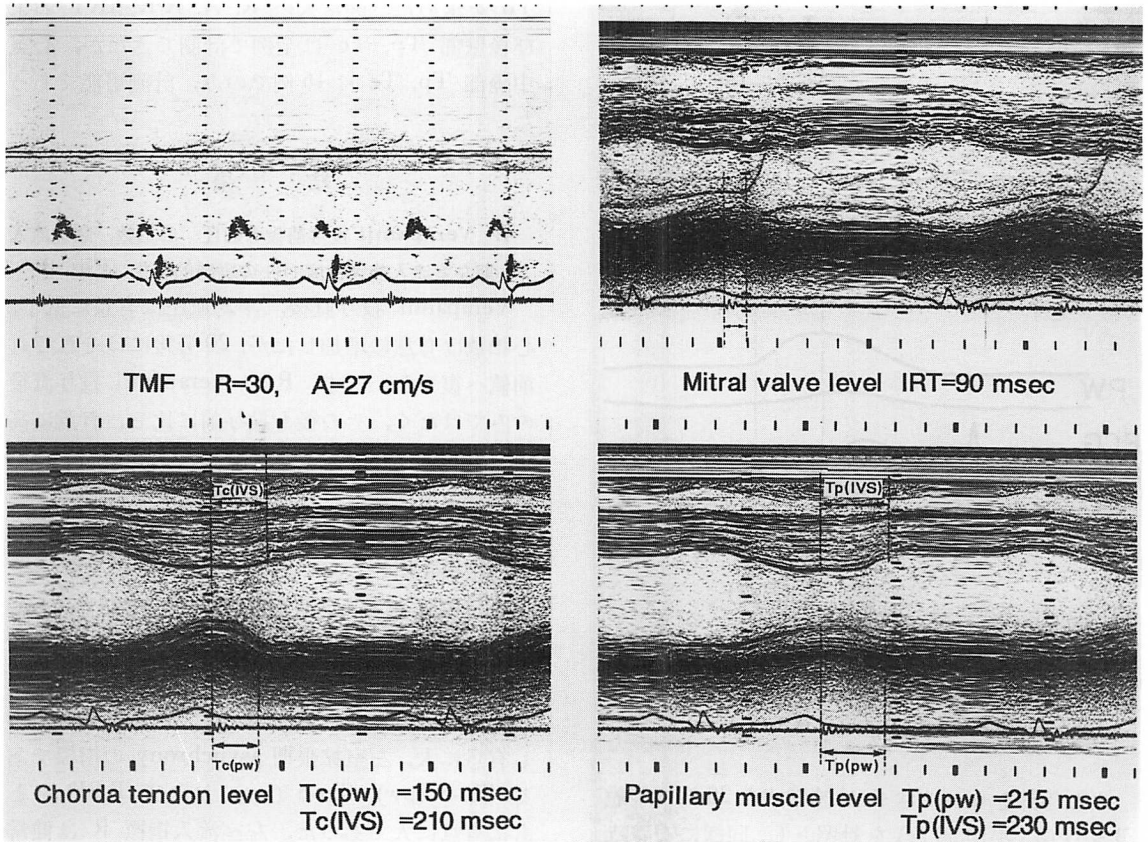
Measurements of echocardiographic parameters.
